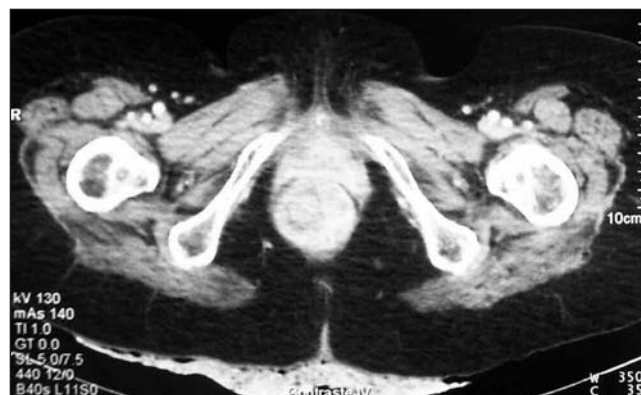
TC abdominal en el que se aprecia la lesión tumoral cercana a la ampolla rectal.
